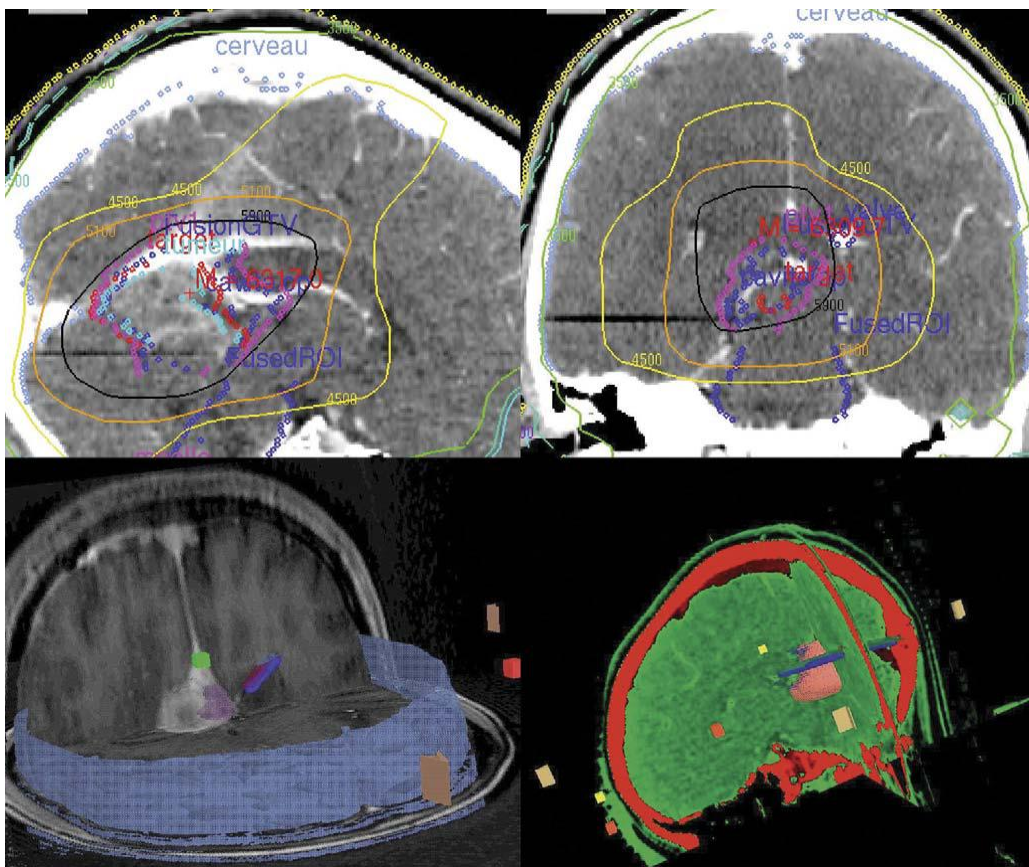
Radiothérapie conformationnelle. Fusion d'imagerie scanner et IRM permettant de délimiter avec précision la lésion de la région pinéale. Isodoses de traitement. [5]
